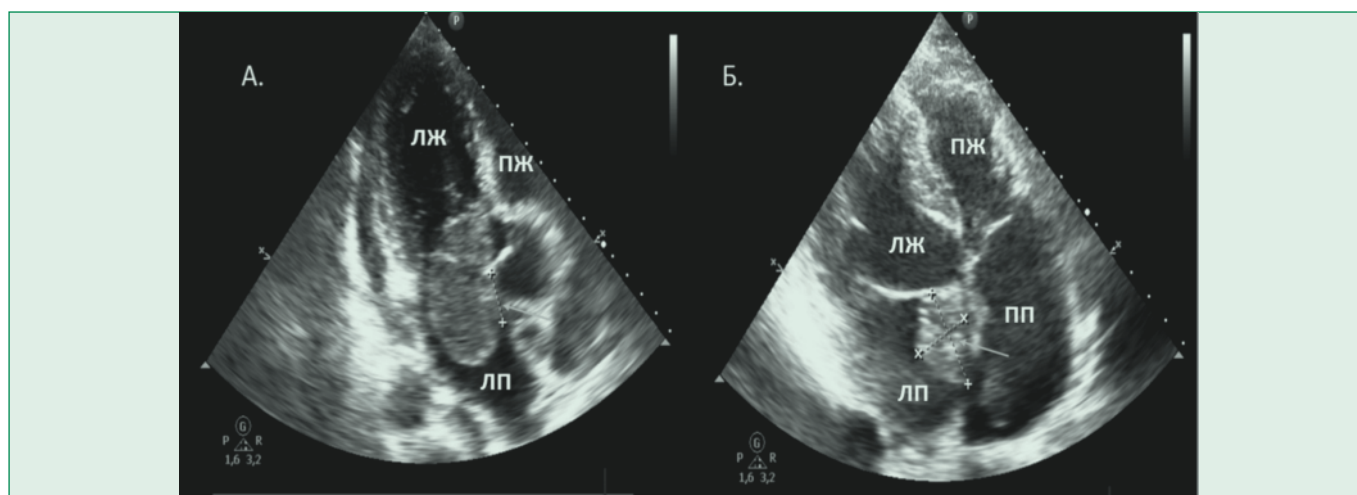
Эхокардиограмма пациента
